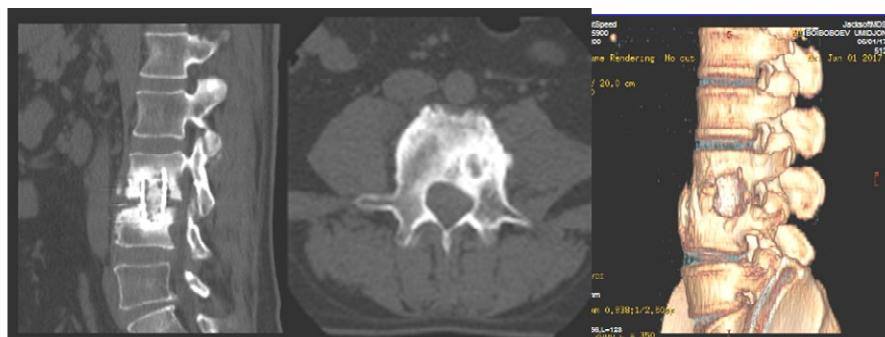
МСКТ того же больного через 1 год
